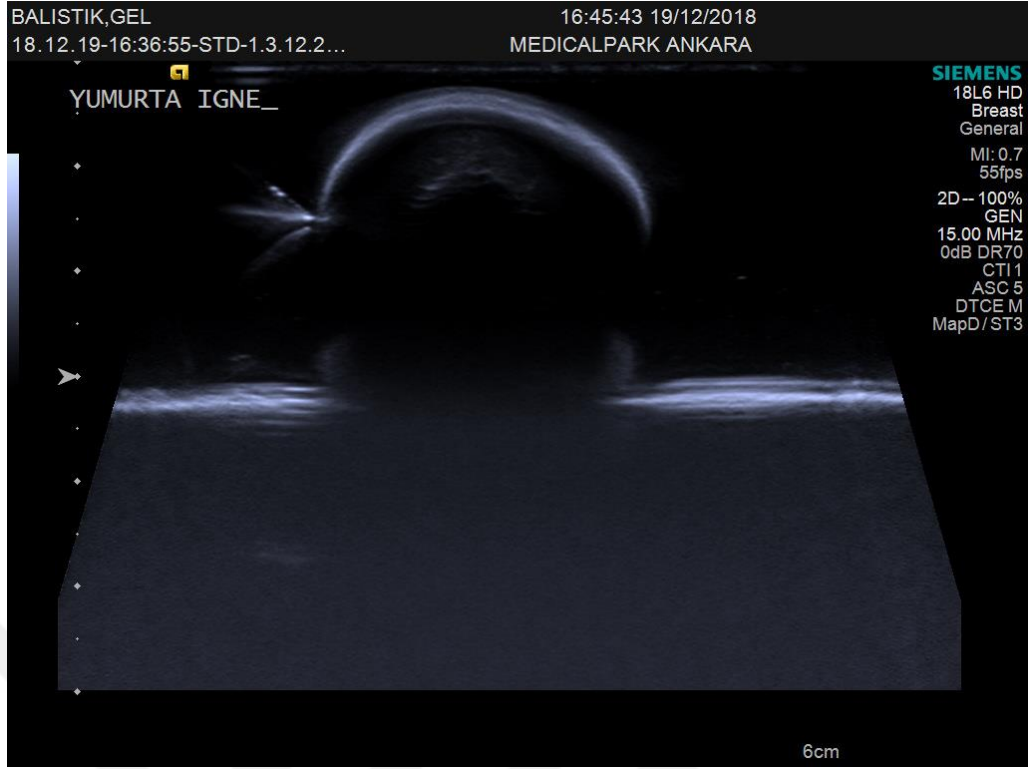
Tarçın yaprağı yağı eklenmemiş fantom modelinin üzerinde oluşan pürüzlü yapının ultrason görüntülerinde artefakta sebep olması.
